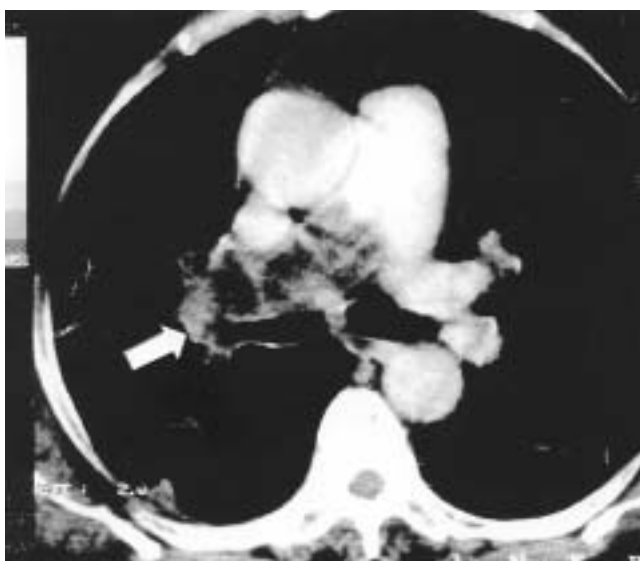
Tomografía axial computada de tórax. Se evidencia la presencia de un probable trombo en la rama derecha de la arteria pulmonar, (flecha).
